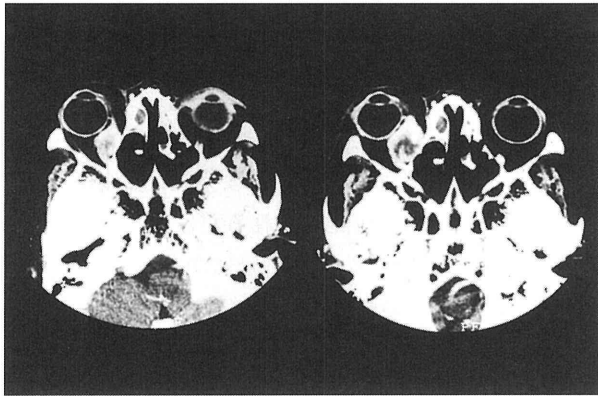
眼窩部 CT 像 (右-単純, 左-造影)
